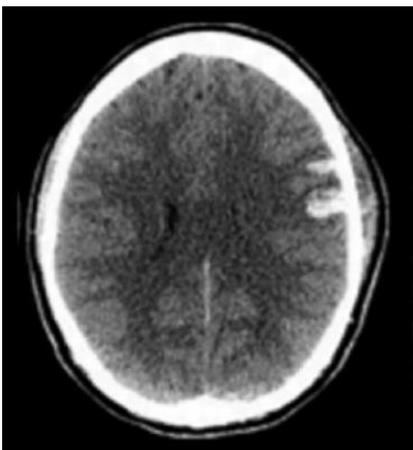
TC craneal con hemorragia intraparenquimatosa en un joven de 27 años, atleta profesional de hockey sobre hielo, tras sufrir un TCE. Fuente: Bigler, 2018.¹⁶
